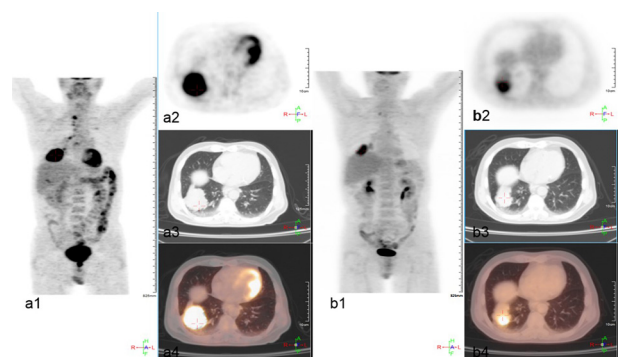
RAY-SCAN 64 PET/CT对胸部病灶治疗前后的 ^{18}F -FDG成像, 其中a1, a2, a3, a4分别为治疗前PET成像的冠状面, PET成像的横断面, CT成像的横断面, PET-CT融合图像的横断面
